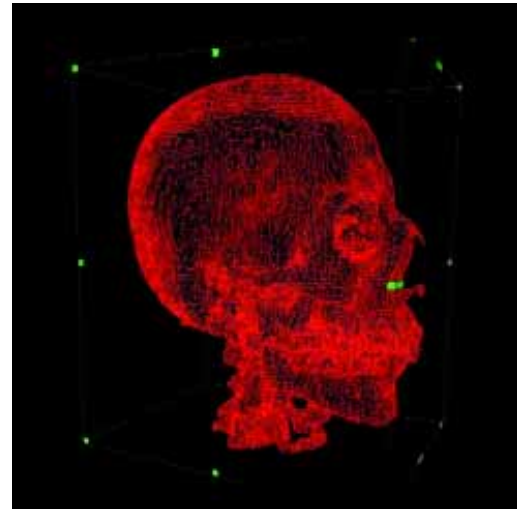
Aus den Grenzstrukturen des CT-Datensatzes errechnetes Polygonnetz
